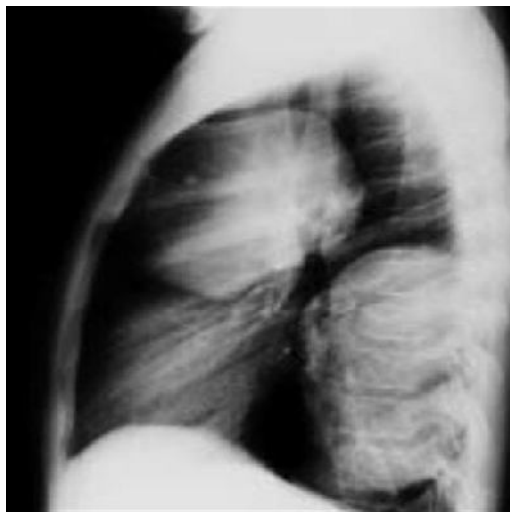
Radiographie du thorax de profil. Deux opacités de tonalité hydrique intéressant le poumon droit très suggestives de kystes hydatiques simples.
